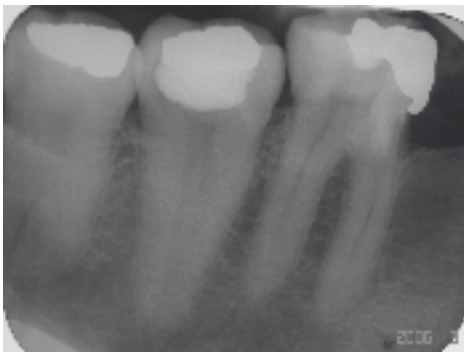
Radiographies pré, per et post-opératoires de la deuxième molaire mandibulaire avec une seule racine et un seul canal large.
